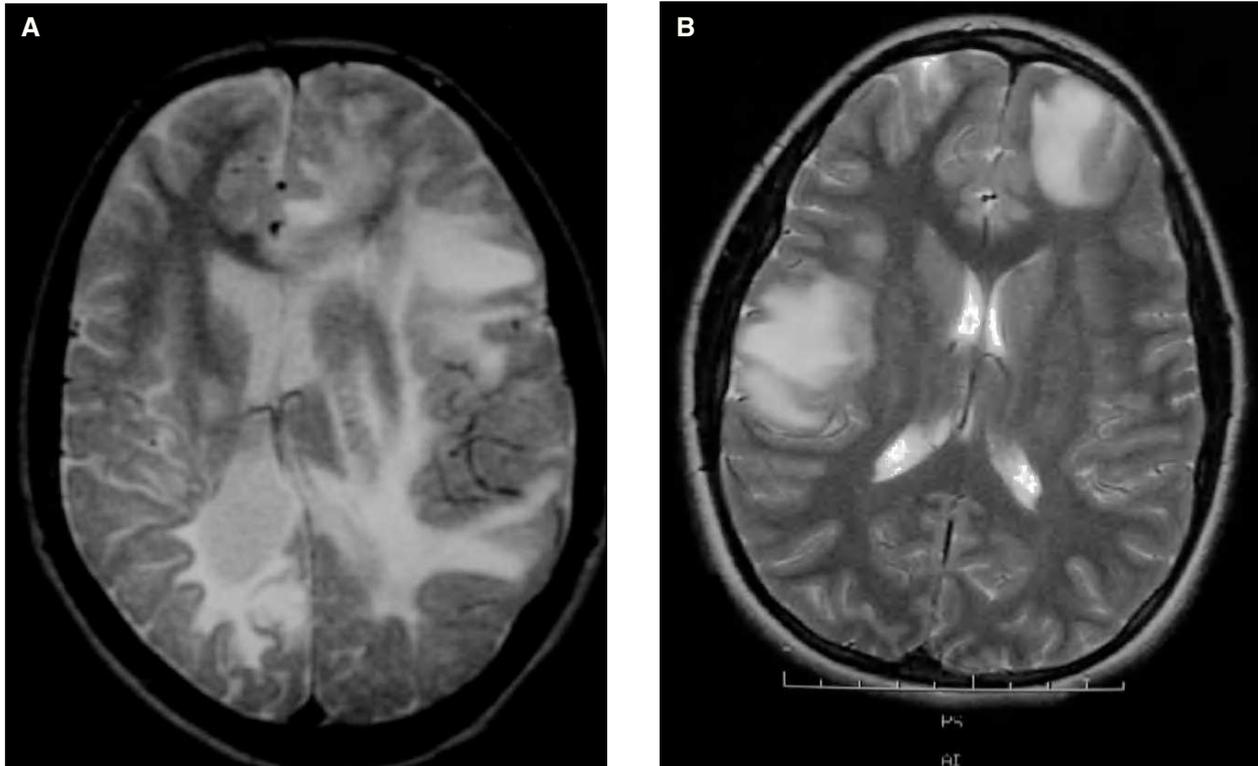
Cortes transversales de RM cerebral en T2 con áreas de hiperseñal indicativas de lesiones desmielinizantes. A) Afectación bibemisférica de la sustancia blanca de predominio derecho con áreas de afectación cortical en dicho hemisferio. B) Lesiones globulosas corticosubcorticales frontal derecha y temporo-parietal izquierda.
